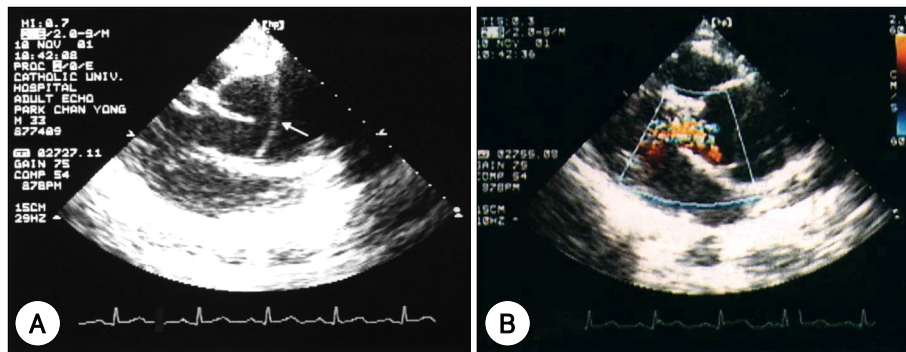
Transthoracic echocardiogram. A : the parasternal long-axis view shows a dilated ascending aorta and intimal flap (arrow) in proximal aorta. B : color-flow image shows moderate aortic insufficiency.
